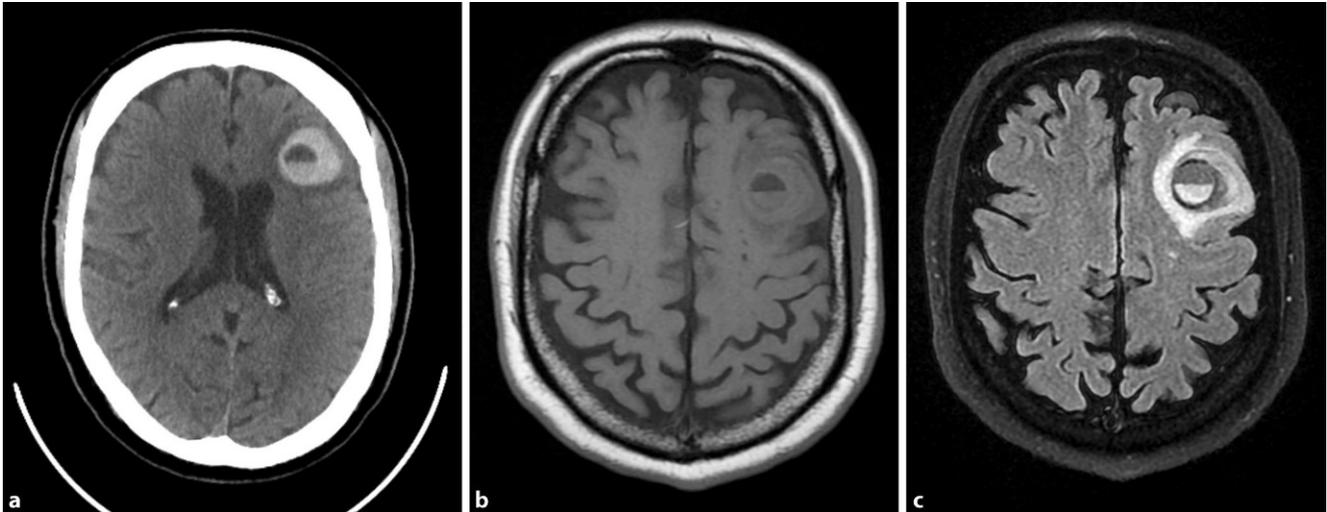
▲ Natives cCT (a) und cMRT (b native T1; c FLAIR) am Tag des Anfalls mit Nachweis einer intrazerebralen Hämorrhagie. Die Spiegelbildung ist typisch für Koagulopathien. Fehlende T1-Hyperintensitäten sprechen sowohl gegen eine Kavernombildung als auch gegen ein Alter von über 3 Tagen
